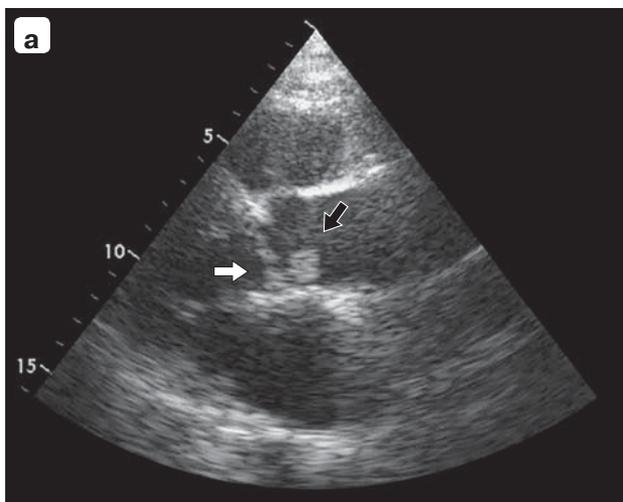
Наблюдение 1. Эхокардиограмма папиллярной фиброэластомы (черная стрелка) в парастеральной проекции длинной оси левого желудочка в диастолу (а) и систолу (б). Определяется смещение опухоли вместе со створкой клапана (белая стрелка) к аортальной стенке в систолу.
